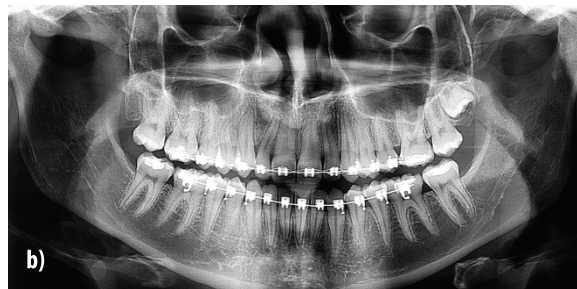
Ortopantomografie: a) pretratament; b) la finele tratamentului
